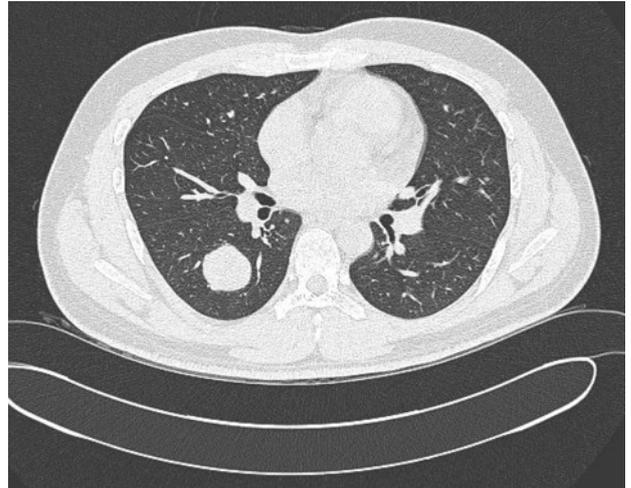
Contrast enhanced chest CT scan. A well-defined, round, homogeneous mass is seen in the superior segment of right lower lobe.
